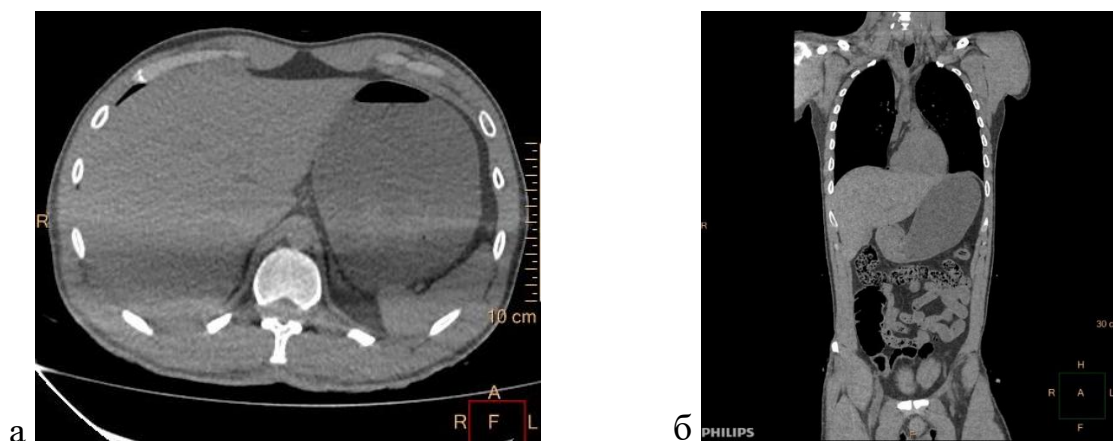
а, б - Содержимое в желудке и двенадцатиперстной кишке. Посмертное КТ-исследование
